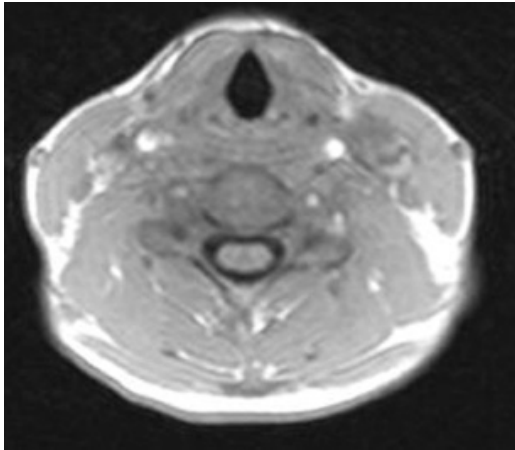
МРТ при медианній протрузії С4–С5
